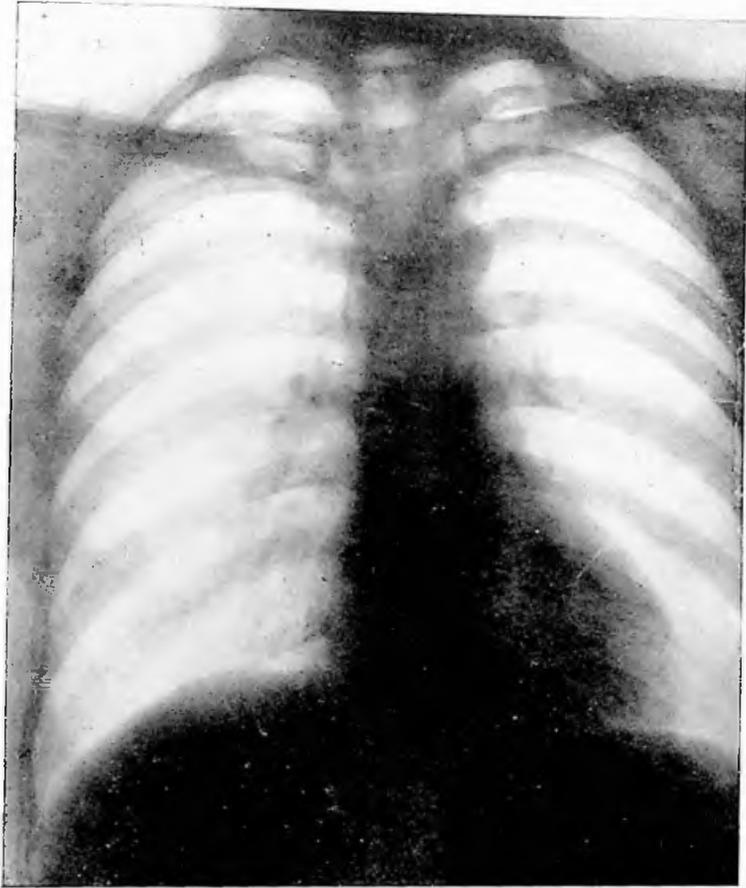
Obs. XXX: Tele-radiografia do tórax.
